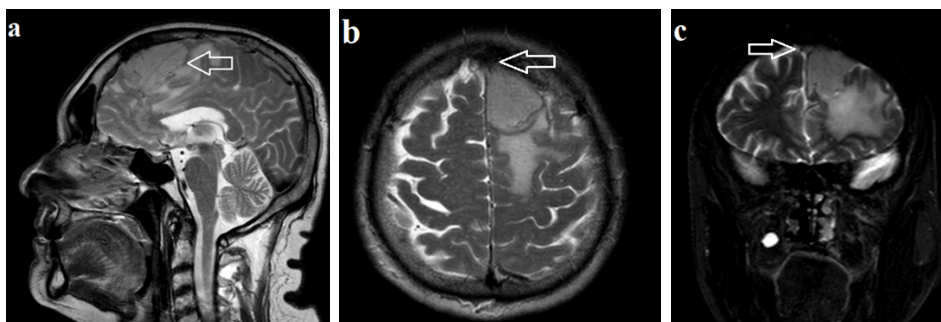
Передопераційне МРТ головного мозку (T2WI режим). Парасагітальна менингіома передньої третини верхнього сагітального синусу. (а) Сагітальна проекція. Біла стрілка вказує на парасагітальну менингіому. (b) Аксиальна проекція. Біла стрілка вказує на ознаки оклюзії ВСС парасагітальною менингіомою. (с) Фронтальна проекція. Біла стрілка вказує на ознаки оклюзії ВСС парасагітальною менингіомою. Ураження ВСС за даними МРТ відповідає градації V за класифікацією М.Р. Sindou and J.E. Alvernia.
